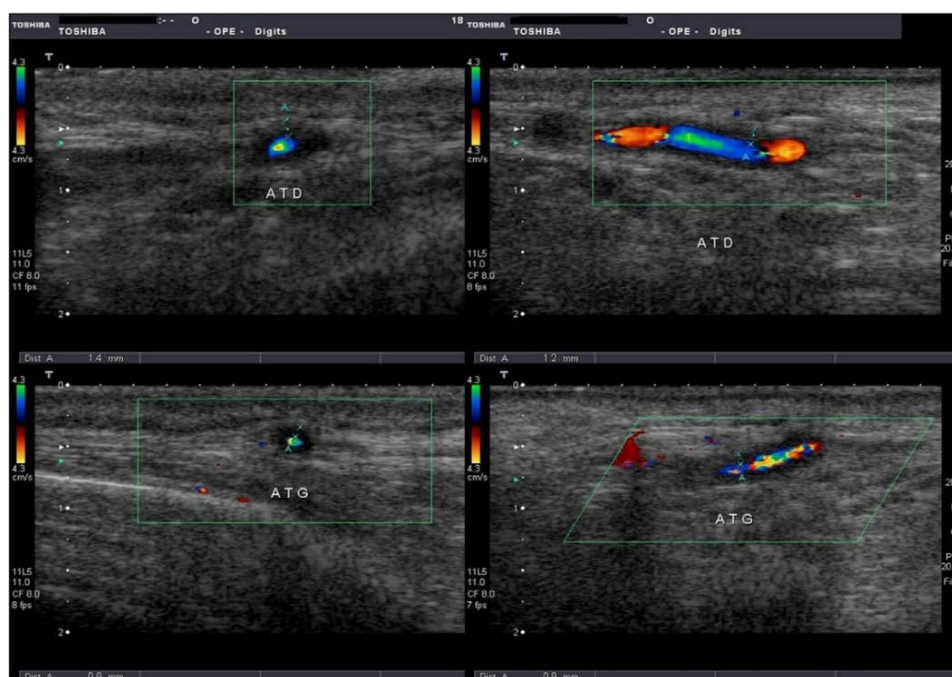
Écho-Doppler couleur des artères temporales au cours d'une artérite à cellules géantes [66]
